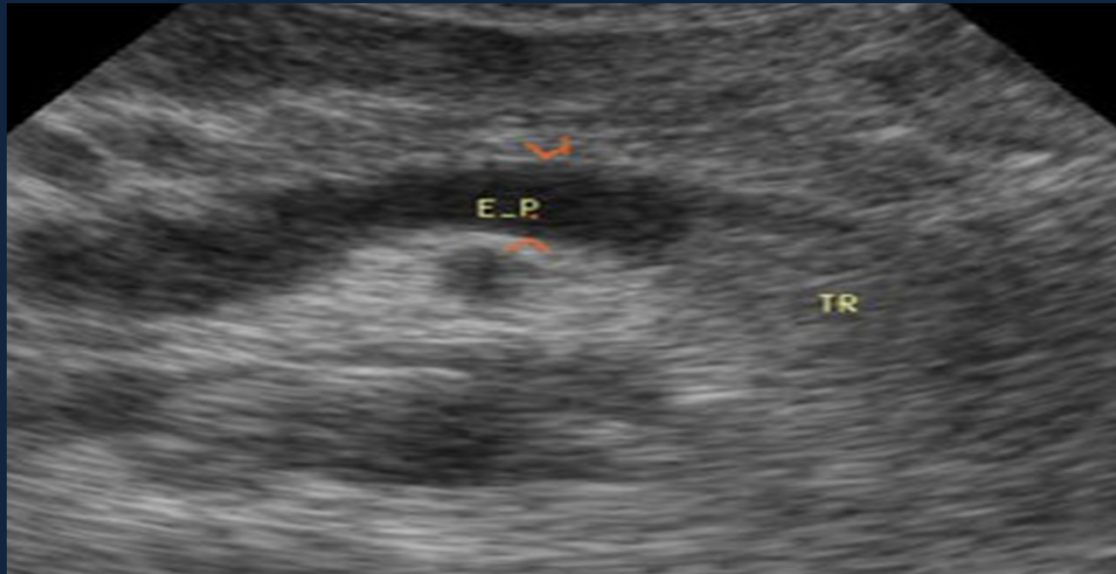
Ecografía en modo B. Corte coronal al epigastrio donde se visualiza un trombo (TR) que ocupa la luz de la vena esplénica.
